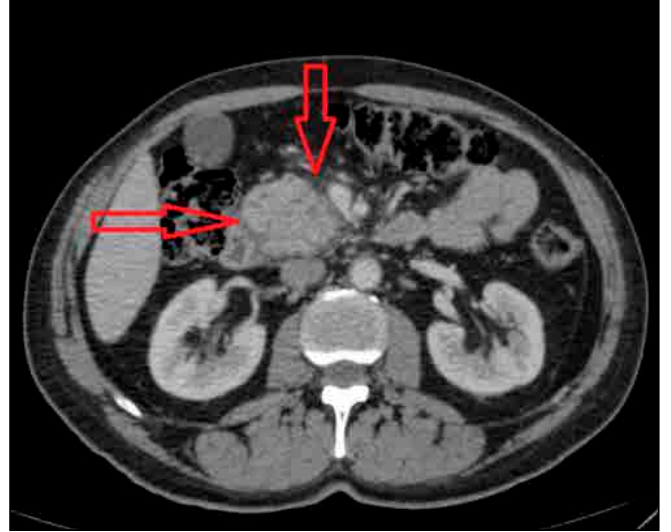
CT scan shows the pancreatic head with inflamed surrounding fatty tissue (red arrows) and absence of the pancreatic neck, body, and tail.
